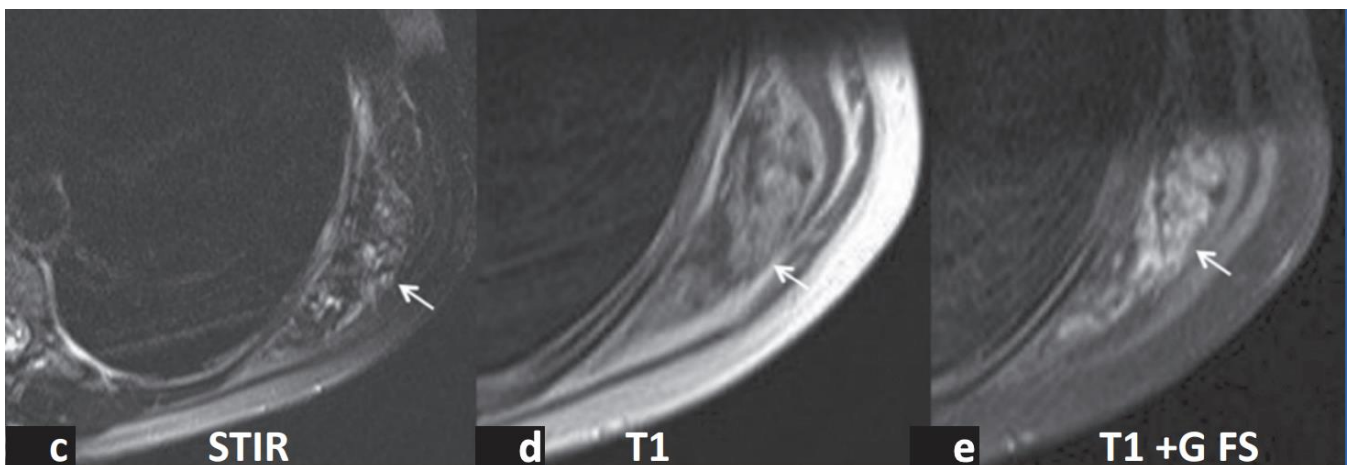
Coupes axiales IRM : masse en hypo signal hétérogène STIR (c), en signal intermédiaire balayé de plages en hypo signal T1 (d), se rehaussant après injection de gadolinium en T1 Fat Sat (f) → Elastofibrome [58].
